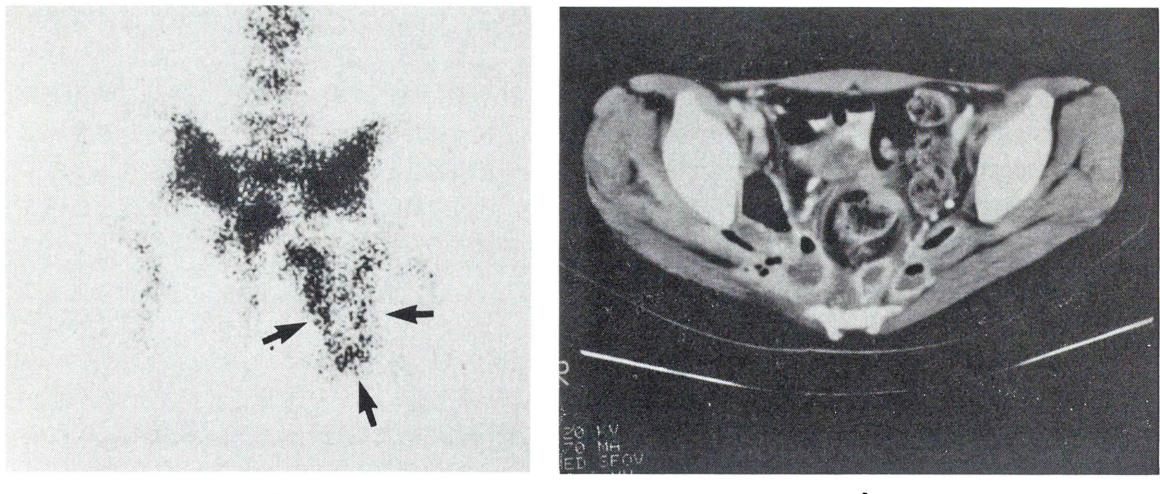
Twenty-three year-old woman with fever and pelvic pain. Leukocyte scintigraphy showed abnormal tracer accumulation in the posterior pelvis (a). X-ray computed tomography with contrast enhancement revealed a pelvic abscess (b). The placement of the drainage tube successfully resolved the fever and pain.
